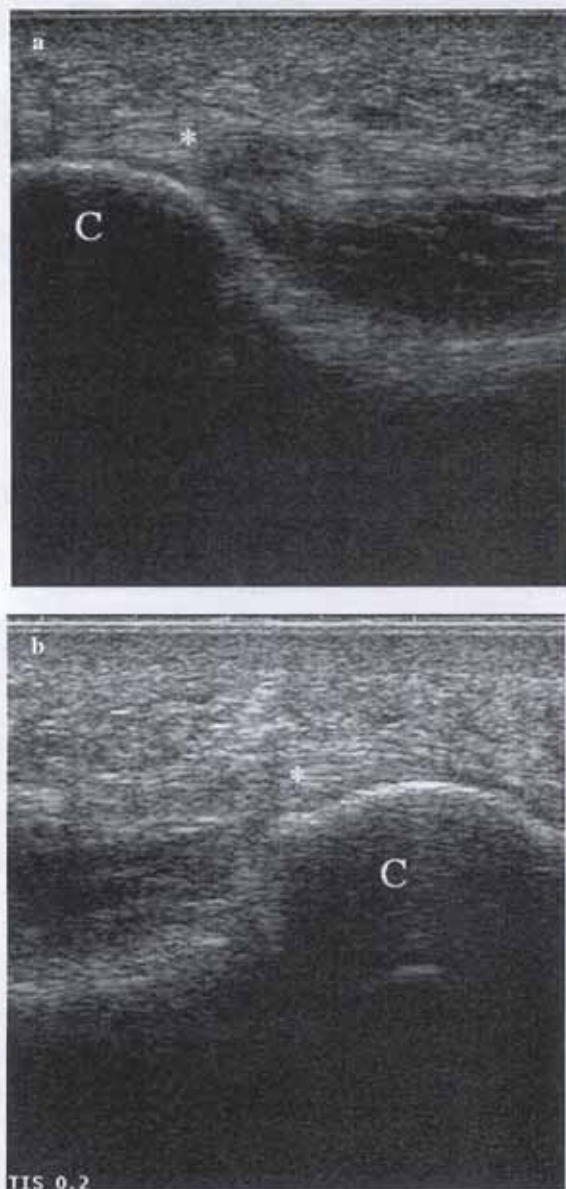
b Longitudinal high-resolution ultrasonography (HRUS) scans of the inferior calcaneal region. Plantar fasciitis with per fascial oedema before (a) and 6 weeks after (b) US-guided extracorporeal shock wave therapy (ESWT). Moderate thinning and reduced hypoechoogenicity of the plantar fascia with better definition of fascial margins and surrounding soft tissues. C, calcaneus; asterisk, plantar fascia; arrows, per fascial oedema.
